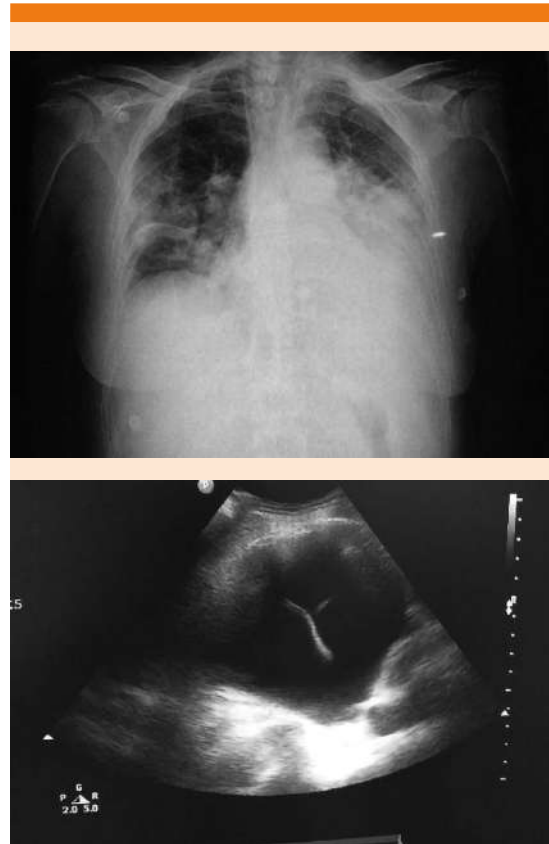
Radiografía de tórax que muestra derrame pleural izquierdo y un ultrasonido del mismo que demuestra septos en su interior.
